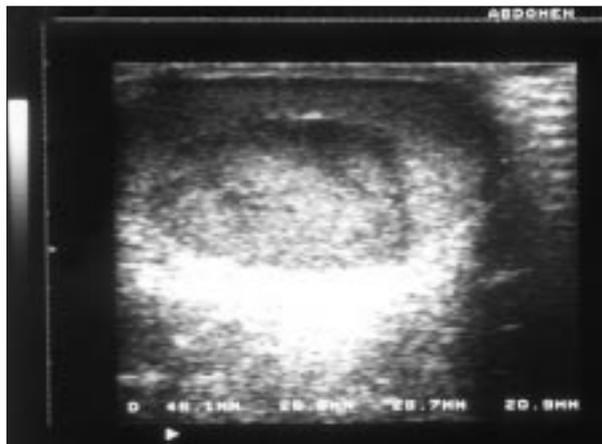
Ecografía testicular: visualización de testículo izquierdo (4,6 × 2,6 cm) con una masa en su interior de 2,6 × 2 cm, bien delimitada, de ecogenicidad mixta y vascularización periférica más evidente.
